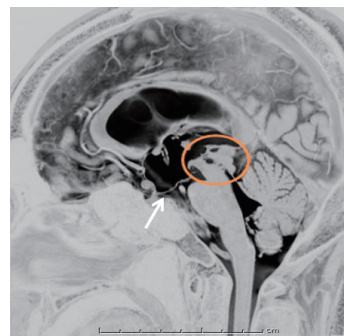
MRI（CISS） 第三脳室のBallooningと膜様構造物による中脳水道閉塞
